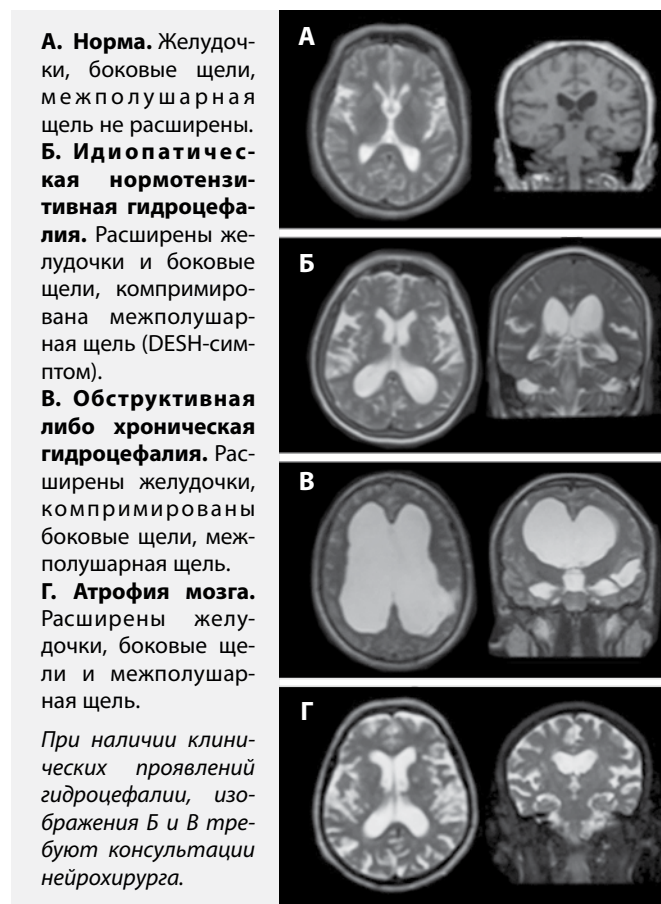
Варианты гидроцефалии по МРТ головного мозга в T2 режиме.
